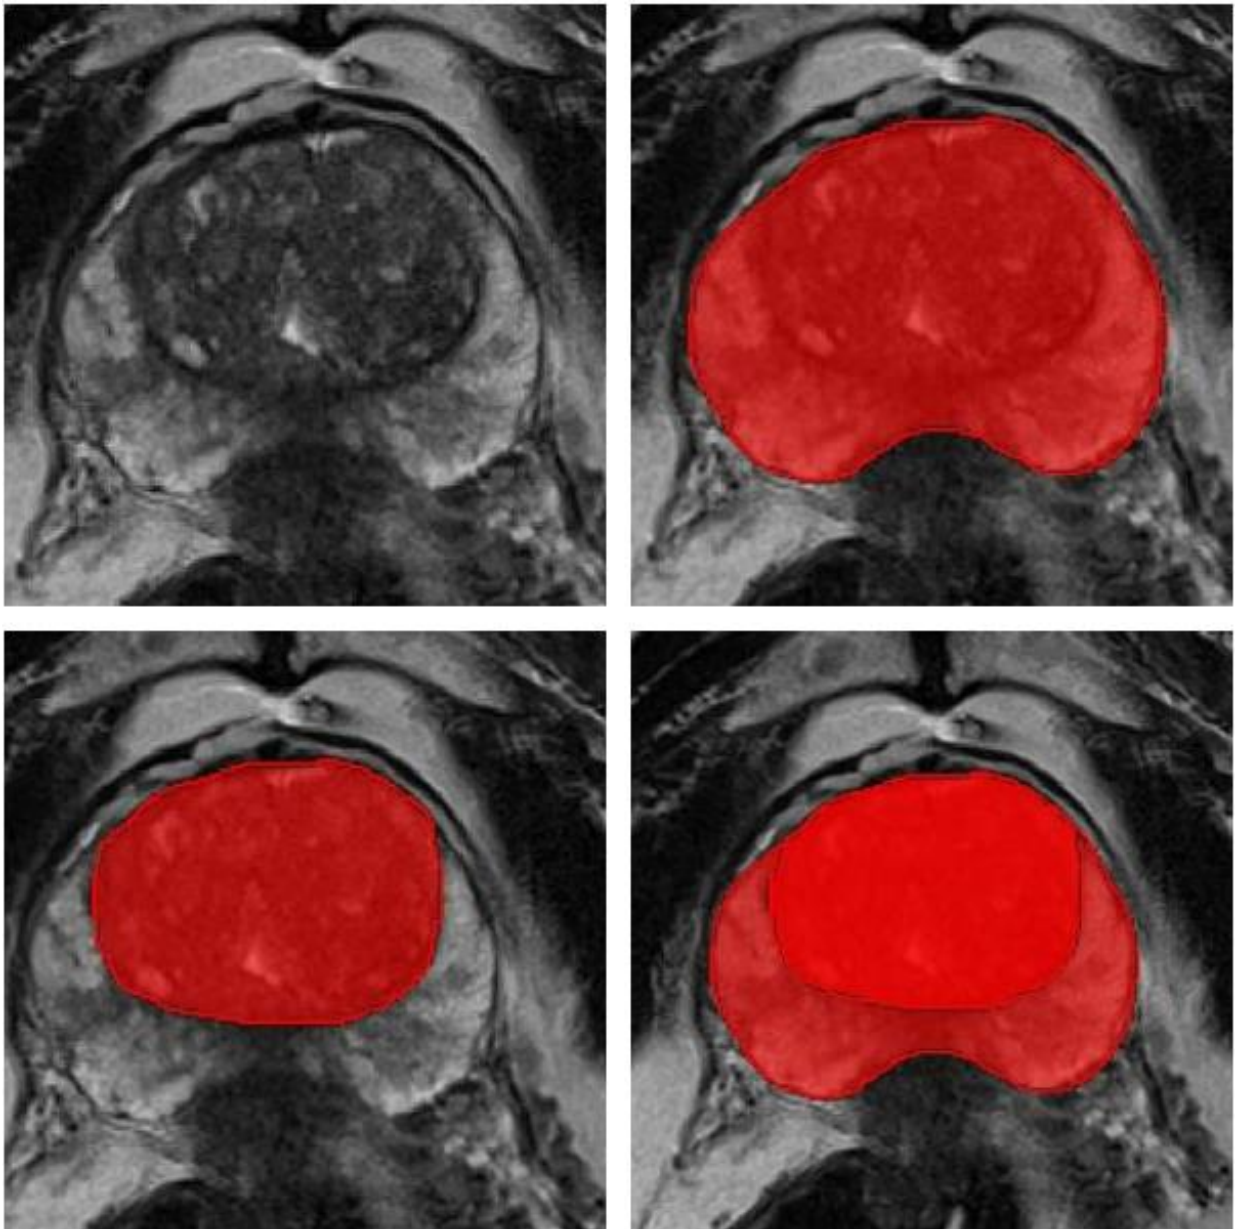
MITK - Prostata in MRT T2W axial mit Segmentierungen: In der oberen Reihe ist eine Prostata in axialer T2W-MRT-Sequenz mit (hellrote Fläche) und ohne Segmentierung dargestellt. Links unten ist die Transitionszone und rechts unten die Transitionszone (rot) sowie die periphere Zone (hellrot) markiert. Quelle: eigene Abbildung
